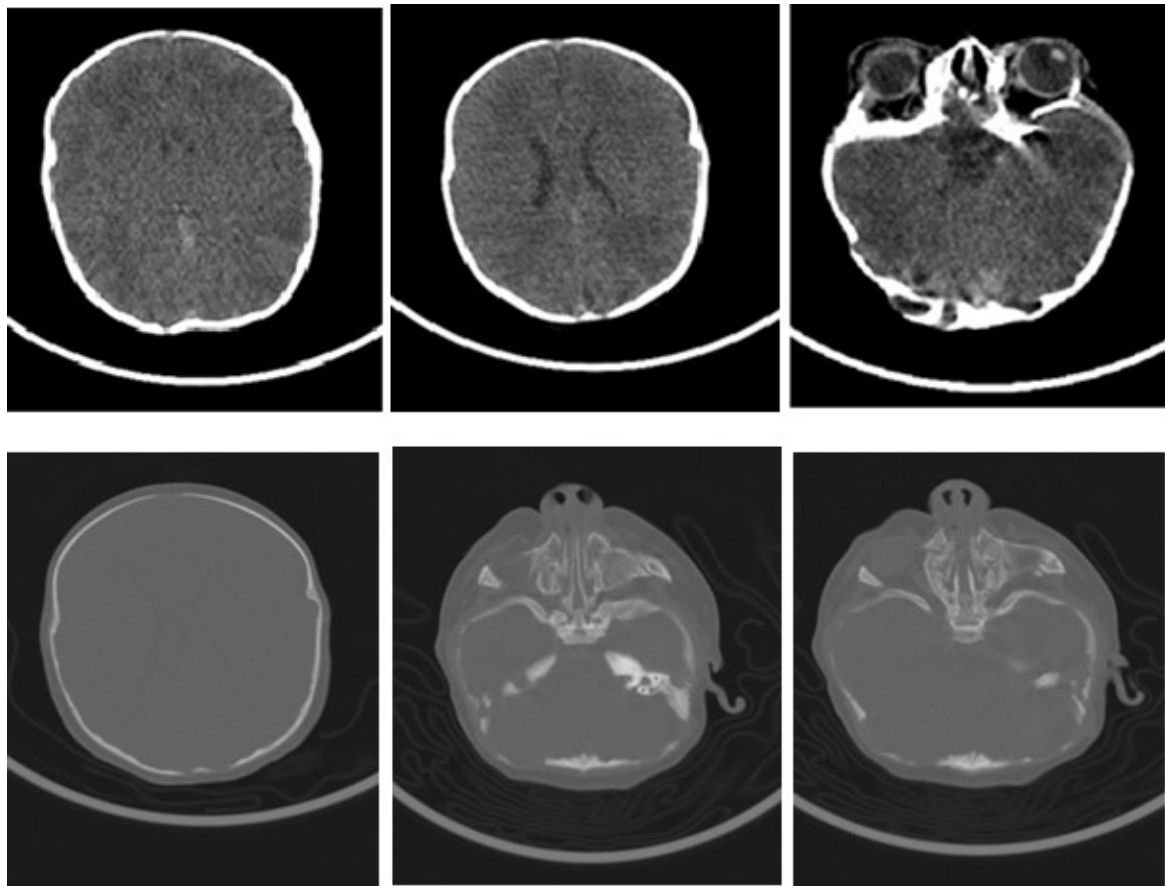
Fenêtres parenchymateuses et osseuses de la TDM cranio-faciale en coupe axiale montrant :
